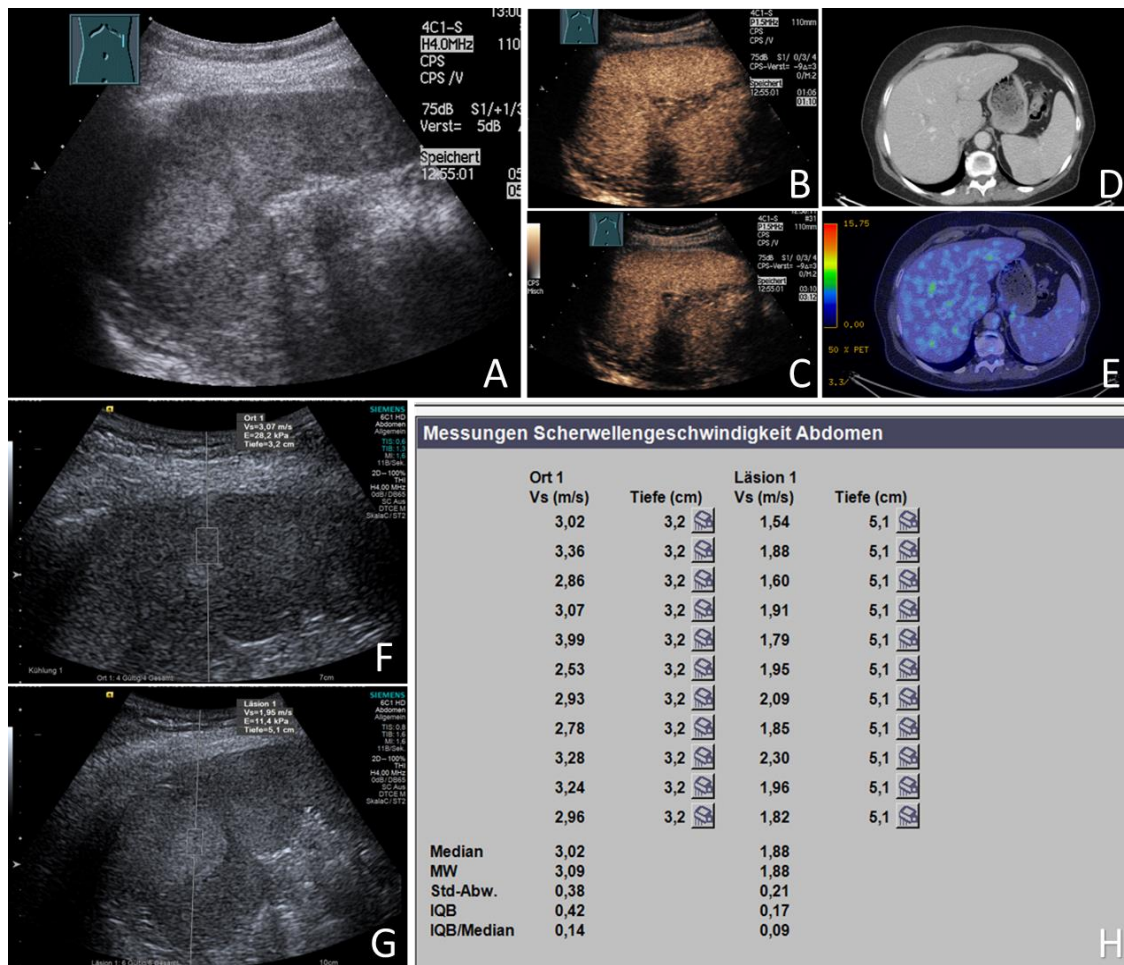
(Fall 6) Benigne fokale Milzläsion (bFSL). 69-jährige asymptomatische Patientin mit Zufallsbefund einer FSL, A) Abdomensonographie mit einer großen echo-genen Masse in der Mitte der Milz, B) In der CEUS zeigte sich die FSL in der arteriellen Phasen isoechogen mit C) leichter Auswaschung (washout) in der späten Phase, D) CT derselben FSL, E) in der PET-CT zeigte sich keine Tracer-Ansammlung innerhalb der Läsion, F) Elastographiebild, welches eine ARFI-Messung von 3,07 m/s innerhalb des Milzparenchyms zeigt, G) Elastographiebild, welches eine ARFI-Messung von 3,07 m/s innerhalb der Läsion zeigt, H) der endgültige ARFI-Bericht des Milzparenchyms (Ort 1) zeigt eine mittlere ARFI-Geschwindigkeit (MW) von 3,09 m/s und der Läsion (Läsion 1) von 1,88 m/s. Die finale Diagnose war eine gutartige vaskuläre Läsion (Hämangiom) und die Läsion blieb bei der Nachuntersuchung nach vier Monaten konstant. (Abb. Görg,C. Ultraschallzentrum, Marburg). CT-Bilder mit freundlicher Genehmigung Prof. Mahnken, Radiologie, UK-Marburg). PET-CT (mit freundlicher Genehmigung Prof. Luster, Nukle-armedizin, UK-Marburg)
